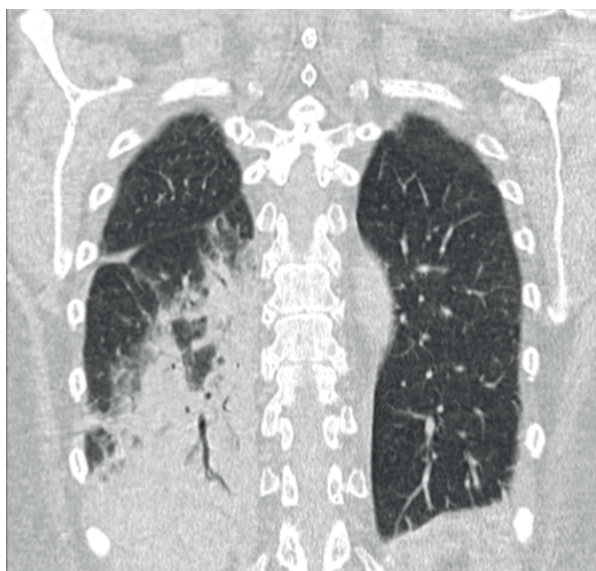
Tomografía de tórax simple de alta resolución, corte coronal: presencia de consolidado con broncograma aéreo en lóbulo inferior derecho.
